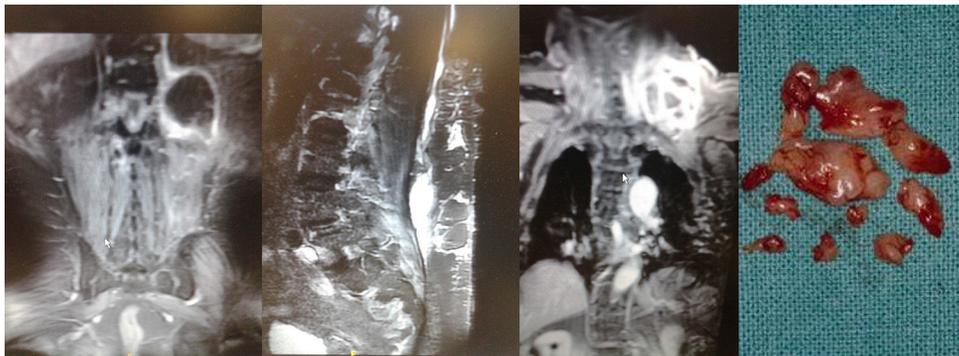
Caracterización mediante RM de la progresión ascendente de la colección abscesificada por delante del músculo psoas izquierdo (estación 1) a nivel paraespinal superior (estación 2) y pretrapecial supraclavicular homolateral (estación 3), con aspecto de la muestra retirada.
